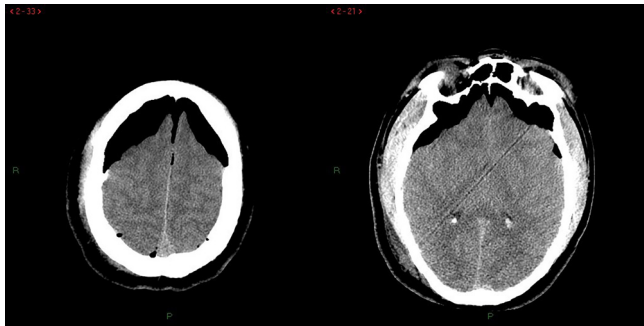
Tomografía axial de cráneo a las 24 horas, donde se observa aire atrapado en el espacio subdural e interhemisférico que causa compresión de manera bilateral y separación de los lóbulos frontales.
